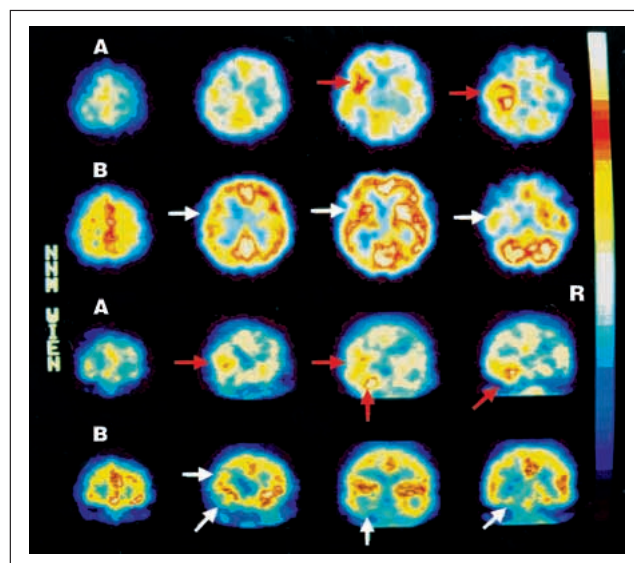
Dynamische Analyse der Läsionsentwicklung bei Temporallappenenzephalitis durch HSV. HMPAO-SPECT
